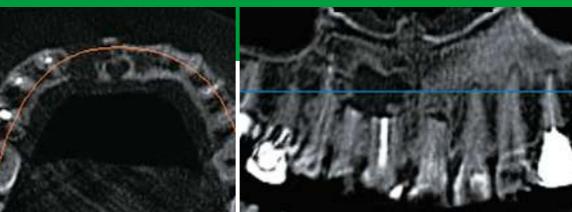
歯根端切除後、約1年ほど経った際のCT画像。病変は小さくなっている。
